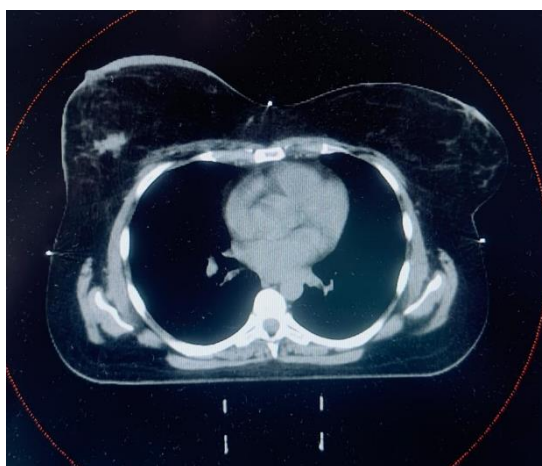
Imagens de CT de planeamento de NM da mama.
